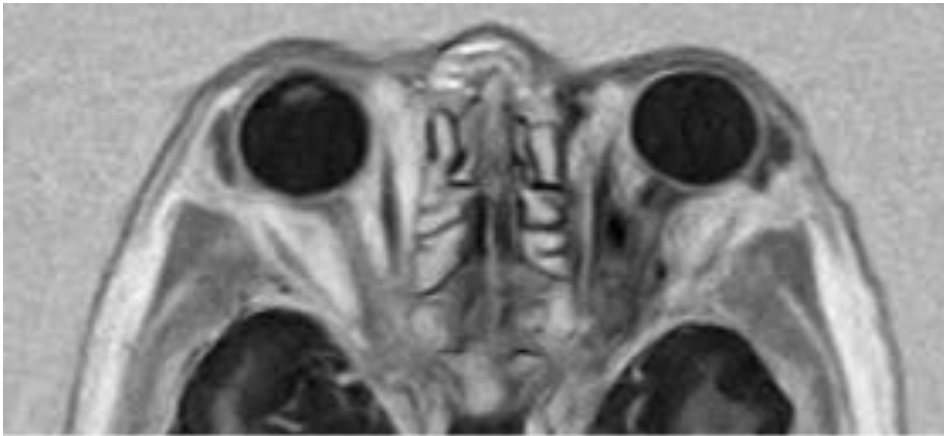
CELULITIS POST-SEPTAL ASOCIADA A COLECCIÓN. Mismo paciente que en la imagen anterior. Corte en plano axial de secuencia de resonancia magnética potenciada en STIR en la cual se corroboran los hallazgos visualizados en el TC.
